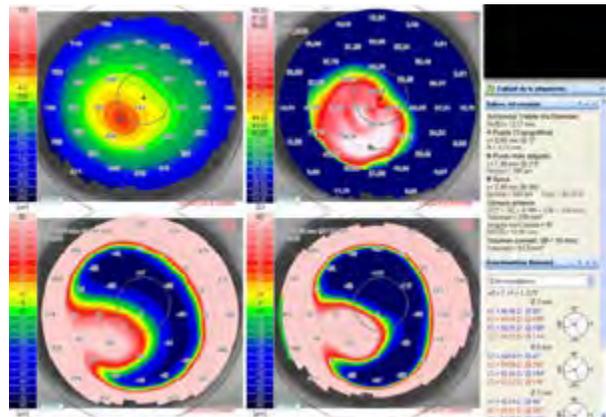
La figura muestra la tomografía preoperatoria de un paciente con queratocono.
